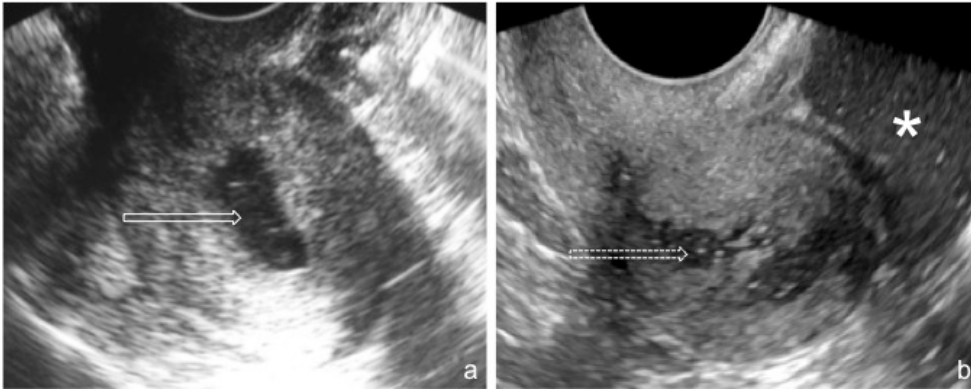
(a) Mulher que retirou o DIU há um ano, cuja análise das secreções vaginais isolou *Gardnerella vaginalis* e *Corynebacterium vaginalis*. A imagem de ecografia por abordagem transvaginal demonstra líquido na cavidade endometrial (seta), sugestivo de endometrite. (b) Mulher com piometra. A imagem de ecografia transvaginal revela líquido não puro na cavidade endometrial (seta tracejada), associando-se líquido não puro no fundo de saco de Douglas (asterisco).
